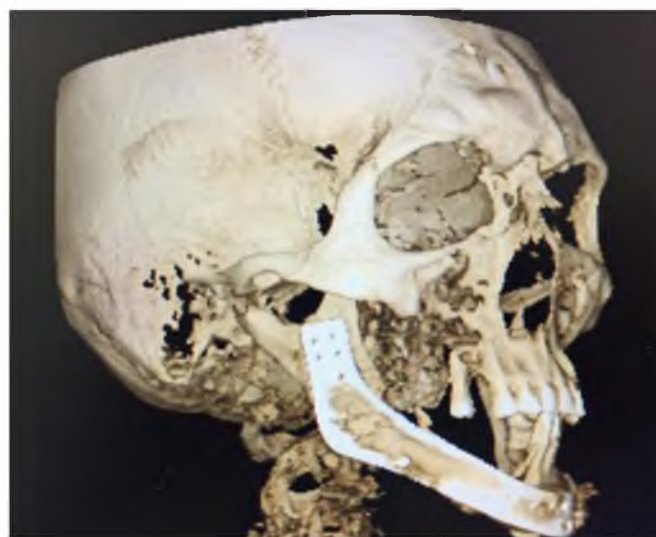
Компьютерная томография черепа пациента
